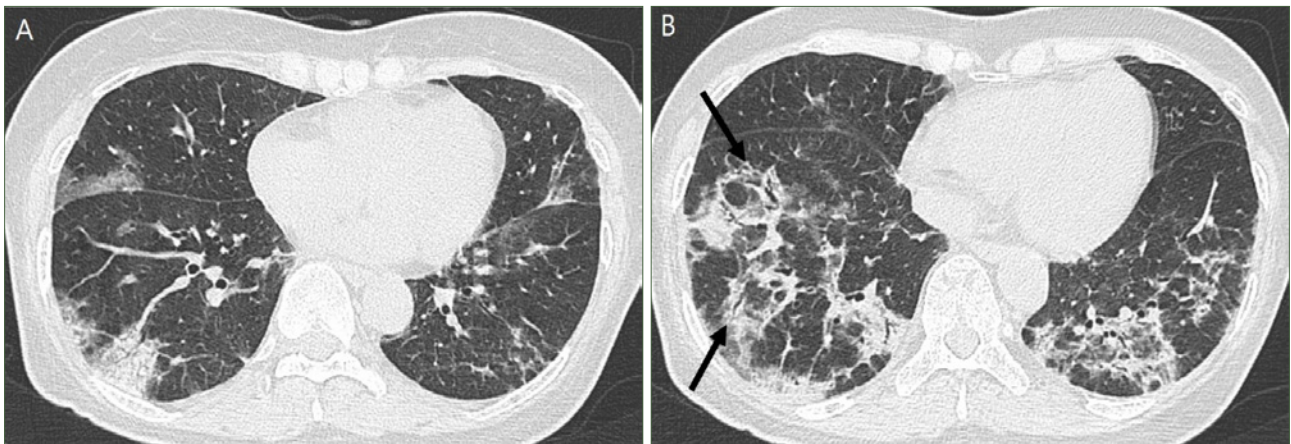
(A, B) Axial HRCT images show peripheral and peribronchovascular distribution of air-space consolidation with ground-glass opacity in the bilateral middle and lower lungs. Air-bronchograms and mild cylindrical bronchiectasis (arrows in B) are commonly seen in the areas of air-space consolidation.
